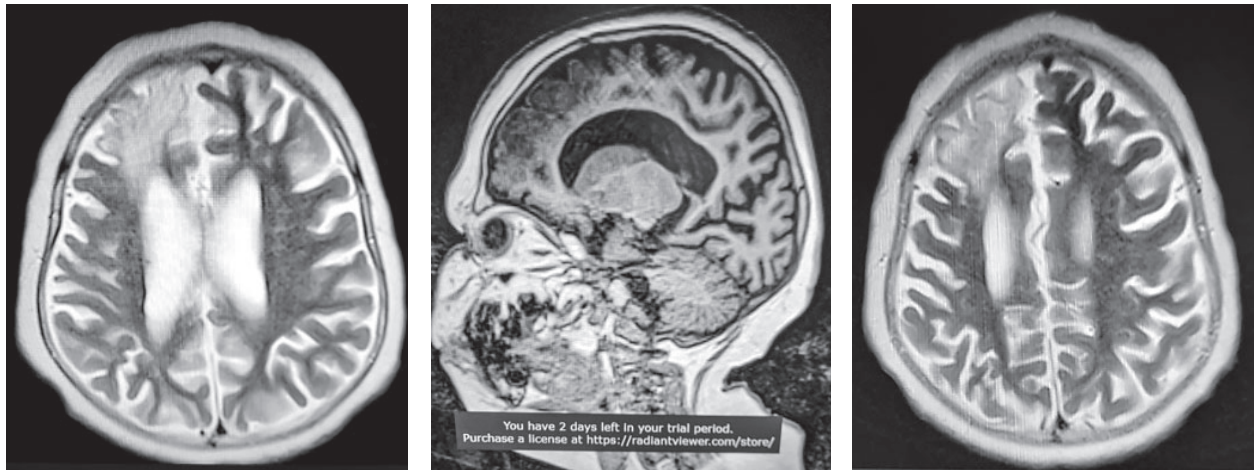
Магнітно-резонансна томографія головного мозку
